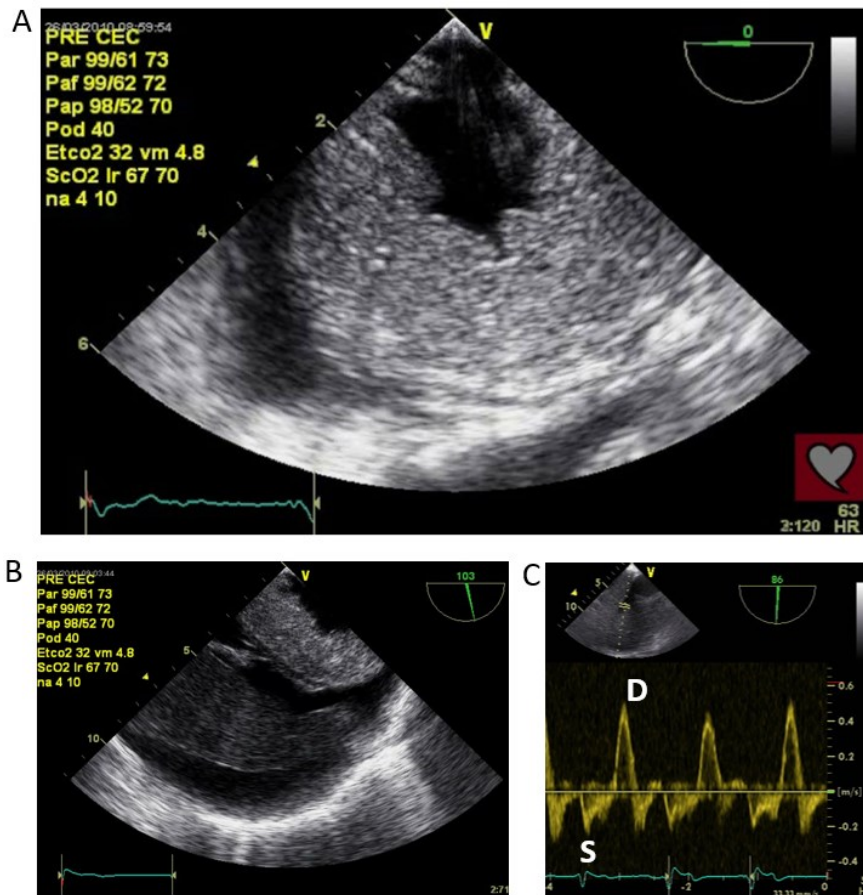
Œdème de la paroi gastrique visualisé à l'échographie peropératoire
